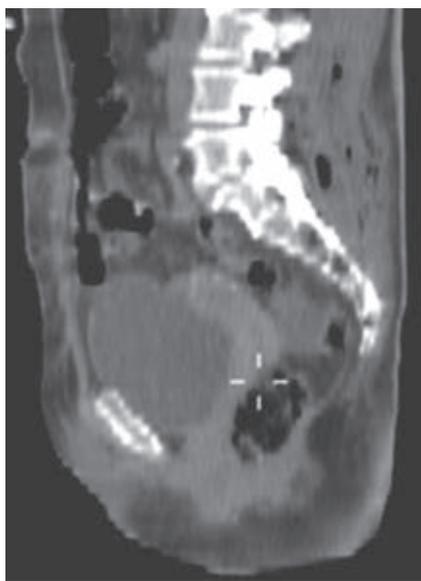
TC corte coronal. Se observa enfisema subcutáneo en tejidos blandos en glúteo derecho con engrosamiento de fascia superficial y profunda y colecciones líquidas por debajo de la fascia.
